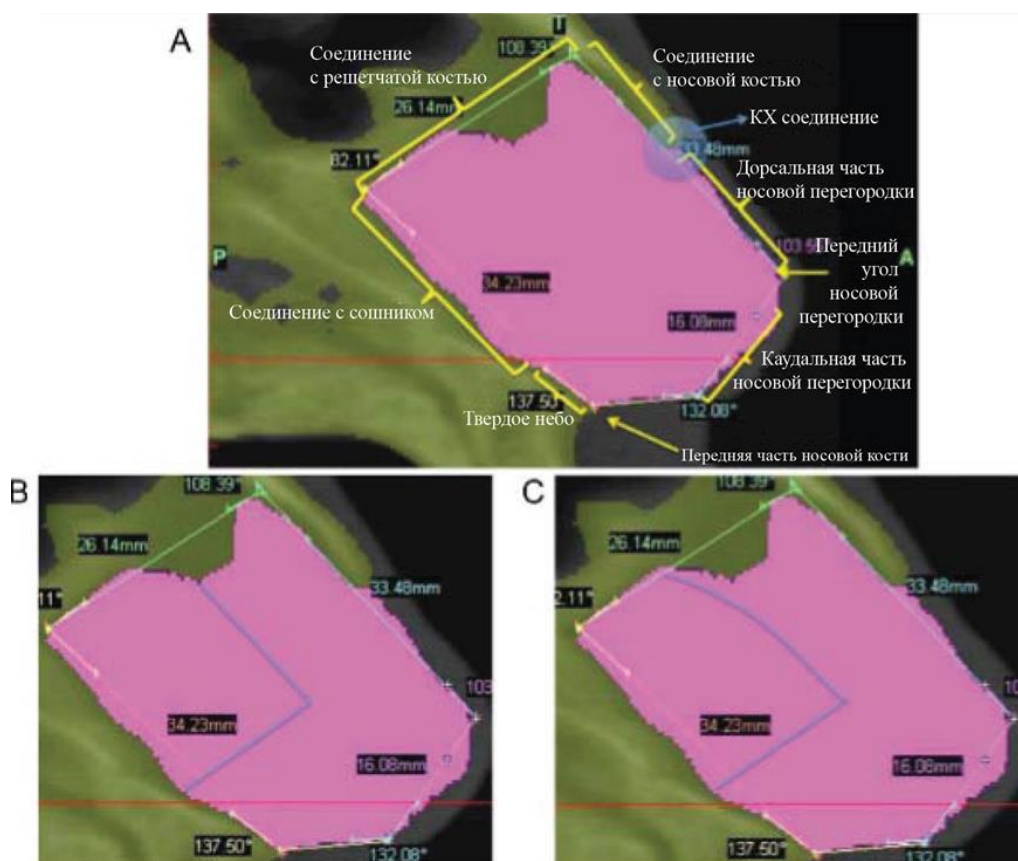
КТ носовой перегородки: КТ с отмеченными анатомическими особенностями (А); КТ с наложенными контурами модели L-образного страта (В); КТ с наложенными контурами L-образного страта, включающая хрящевую дугу (С)
